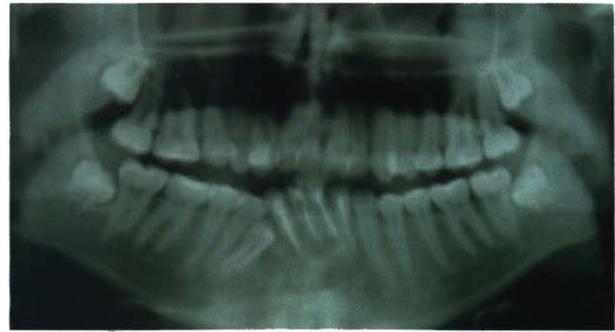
Controle pós-operatório, após 1 ano. Ortopantomografia.
